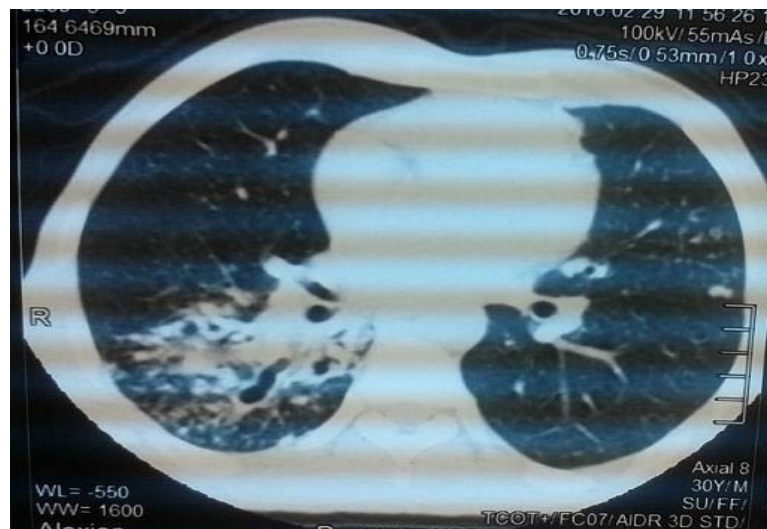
TDM THORACIQUE DE NOTRE PATIENTE
